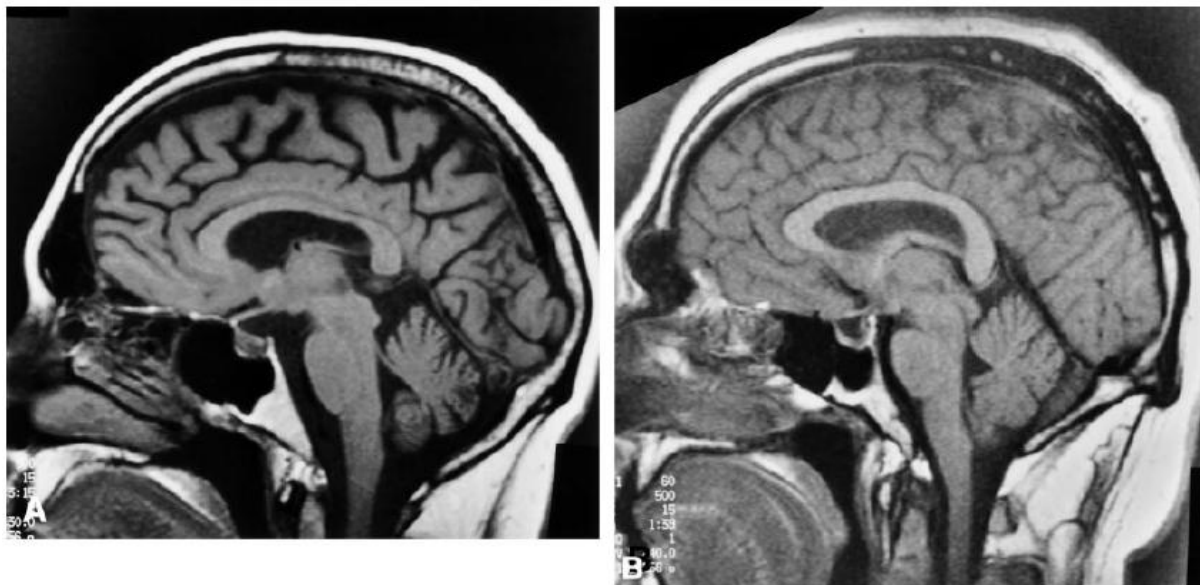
Imagens de corte sagital de RM cerebral em T1 que mostra (A) sinais de atrofia cerebral em paciente com 32 anos com Doença de Cushing; (B) controlo saudável com mesma idade e sexo (Fonte: Simmons *et al.*, 2000).
